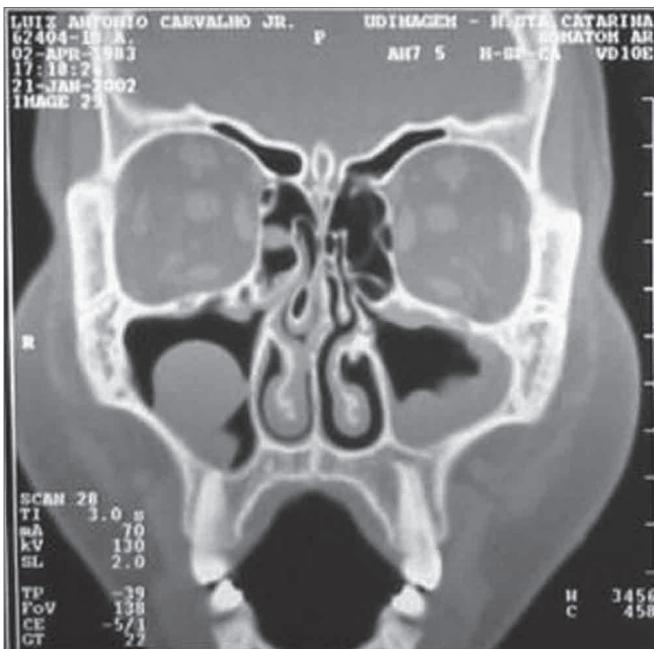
Tomografia Computadorizada de seios paranasais com variações anatômicas de transplantado de células-tronco hematopoiética: concha bolhosa e desvio septal.
